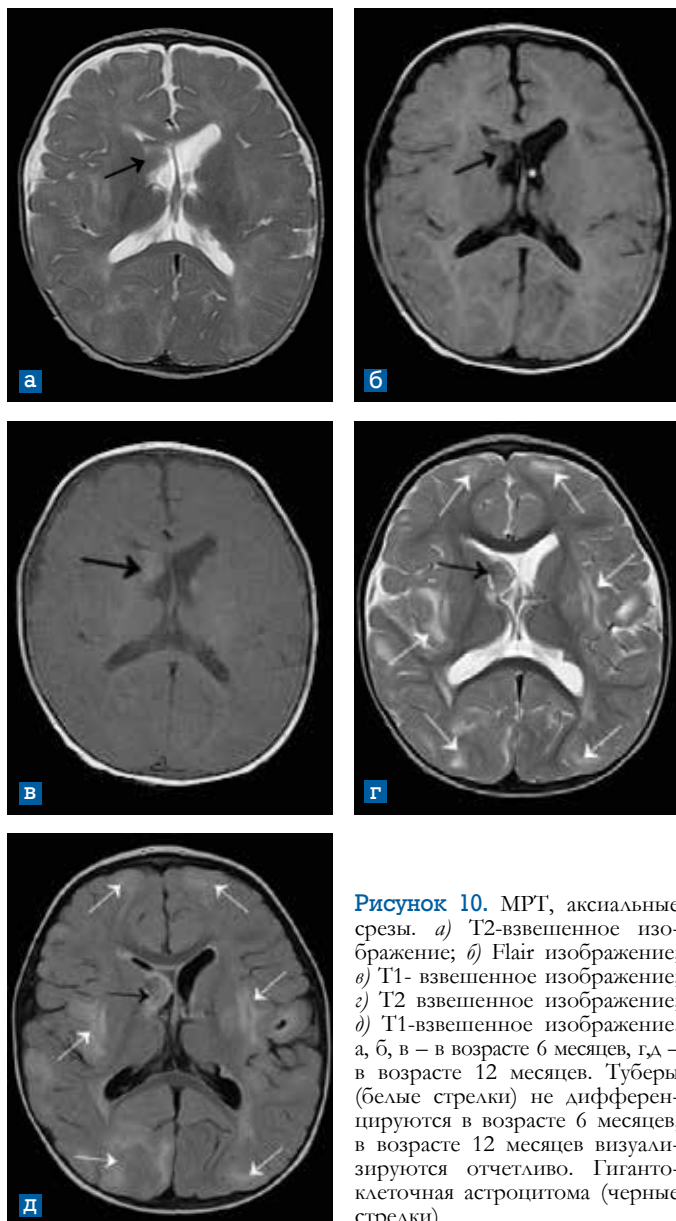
МРТ, аксиальные срезы. а) T2-взвешенное изображение; б) Flair изображение; в) T1- взвешенное изображение; г) T2 взвешенное изображение; д) T1-взвешенное изображение. а, б, в – в возрасте 6 месяцев, г,д – в возрасте 12 месяцев. Туберы (белые стрелки) не дифференцируются в возрасте 6 месяцев, в возрасте 12 месяцев визуализируются отчетливо. Гигантоклеточная астроцитомы (черные стрелки)
